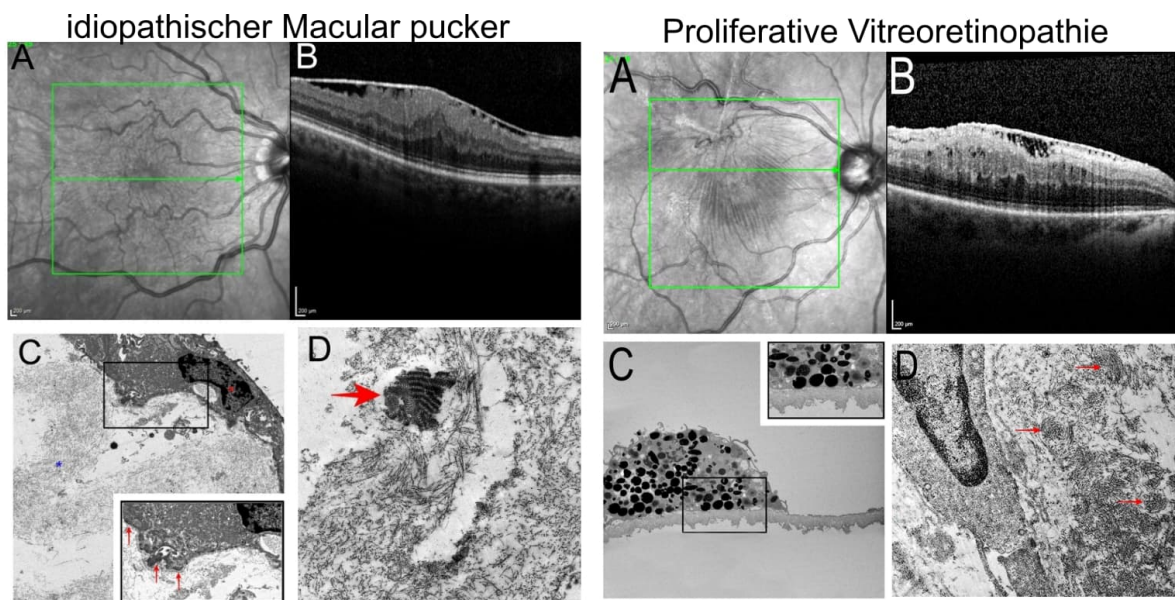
(Links) Beispiel eines Auges mit idiopathischem Macular pucker. (A,B) Spektral-Domain optische Kohärenztomographie-Aufnahmen einer 73-jährigen Frau mit idiopathischem Macular pucker. (C) Die Transmissionselektronenmikroskopie der prämakulären Membran zeigt einen Myofibroblasten (rotes Sternchen) auf einem nativem Glaskörperkollagenstrang (blaues Sternchen). Im vergrößerten Ausschnitt sind subplasmalemmale Kondensationen (rote Pfeile) zu sehen, die für eine Myofibroblast
